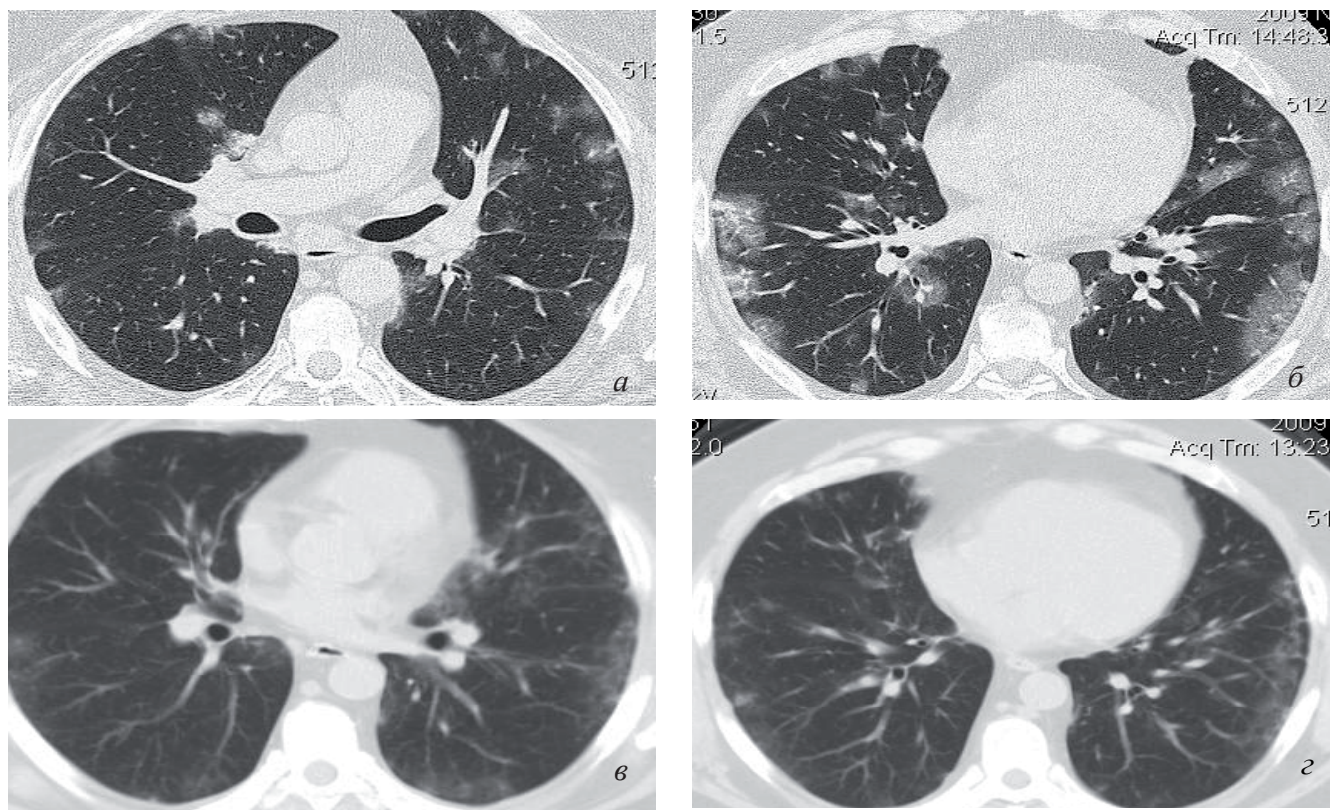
Больная М., 47 л. КТ-картина верифицированного свиного гриппа до и после проведения лечения. На аксиальных КТ-срезах в субплевральных отделах с обеих сторон имеется КТ-картина «матового стекла», возникшая в результате геморрагического пропитывания (а, б). После проведения противовирусной терапии отмечается выраженная положительная динамика (в, г)
